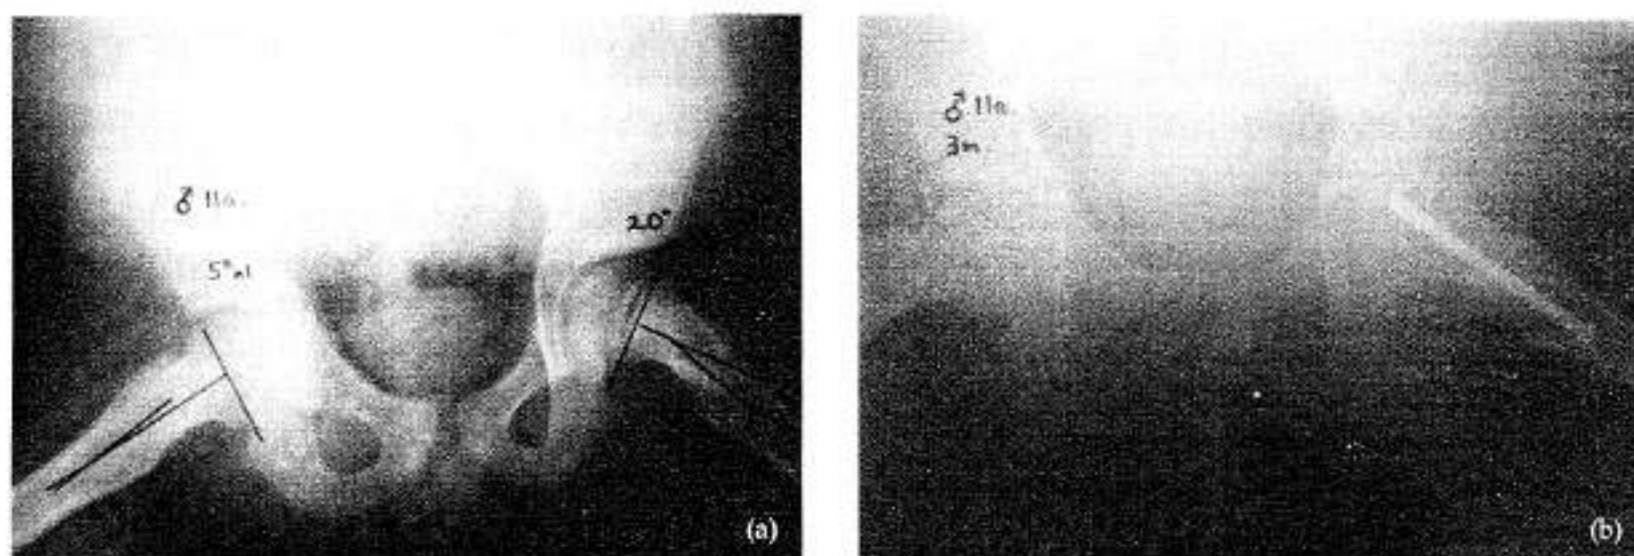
A) Radiografía anteroposterior en posición de rana de masculino de 11 años de edad con deslizamiento izquierdo crónico de 20 grados.
